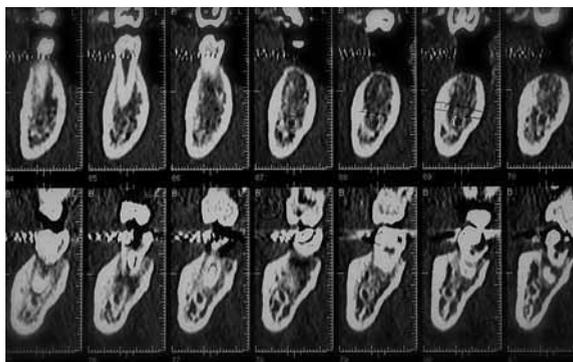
Esame TC: sezioni relative alla sede 3.6
